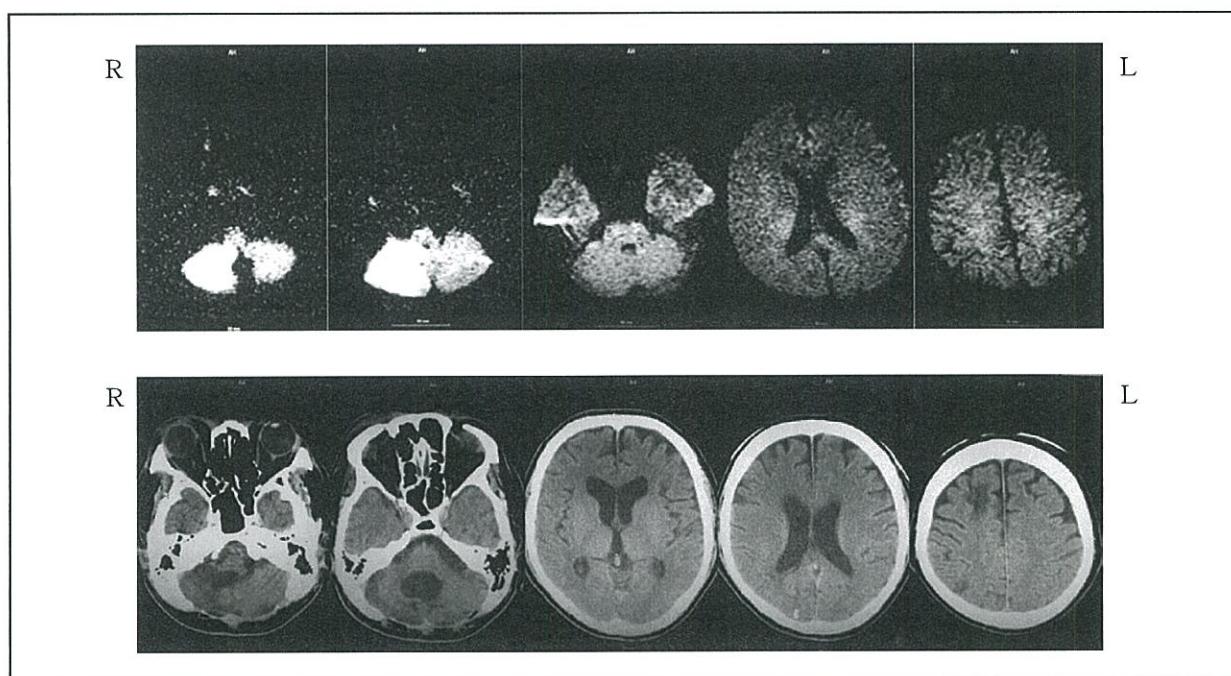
症例1 上段：発症当日頭部MRI(DWI)、下段：発症約4ヶ月後頭部CT(第4脳室の拡大は、水頭症によるものではなく、小脳の萎縮の結果によるものである)
